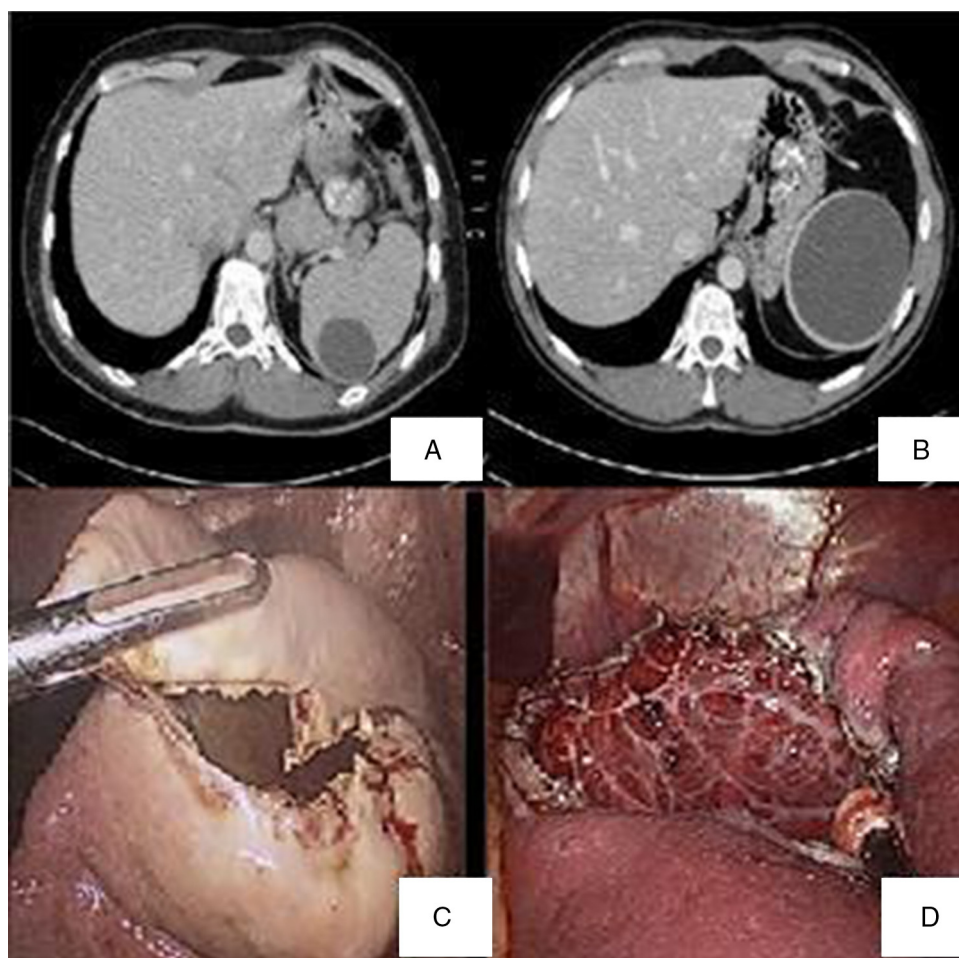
A y B) Imágenes de tomografía computada. Quiste en polo inferior y superior, respectivamente. C y D) Decapsulación de quiste esplénico por vía laparoscópica.
